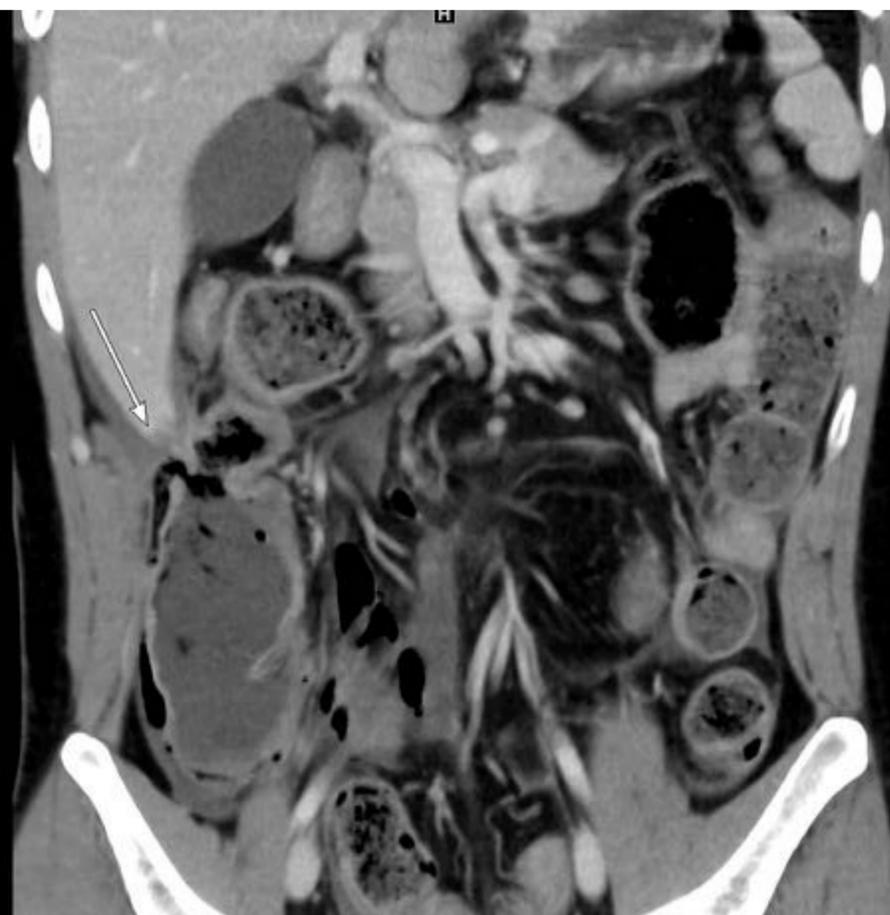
Plano coronal y axial (ventana de pulmón) TC abdominopélvico tras administrar contraste intravenoso yodado.
